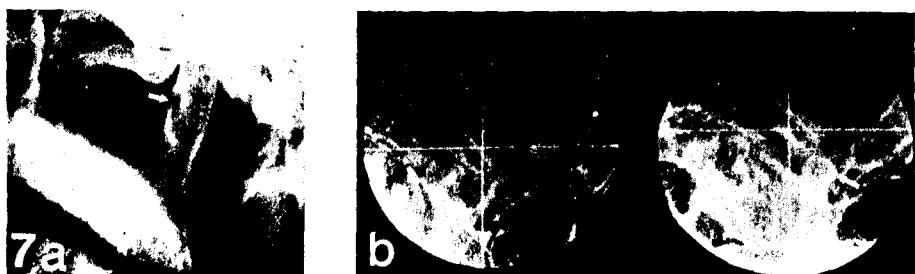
Orthopantomogram show cyst like lesion on anterior neck portion of the condylar head and deformity (Protuberant form) can be seen on left condylar head (b). (different case)
